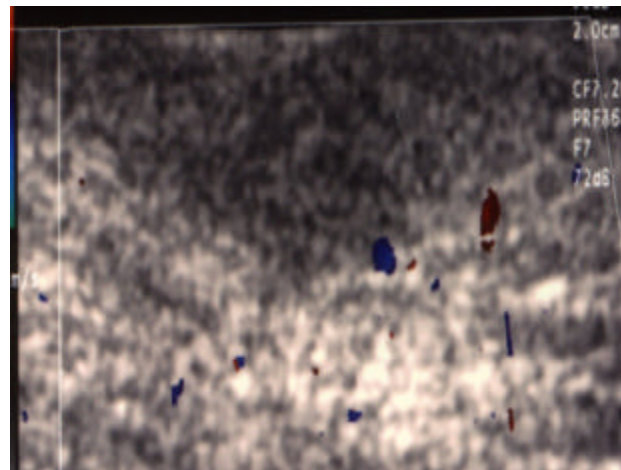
Native frequenzkodierte (= konventionelle) Farbdopplersonographie.
